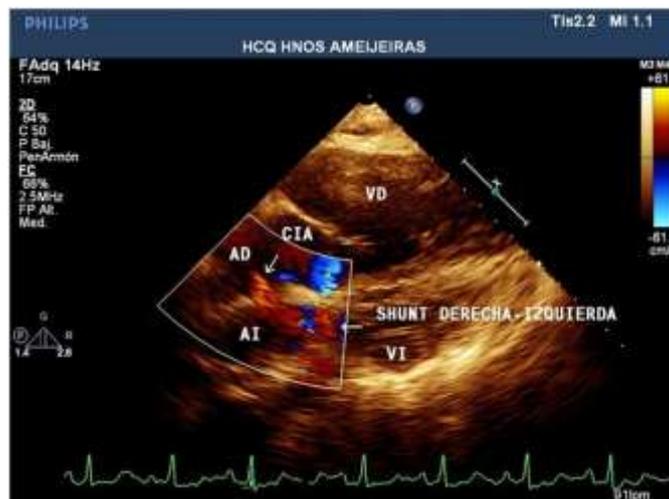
Ecocardiograma transtorácico bidimensional
